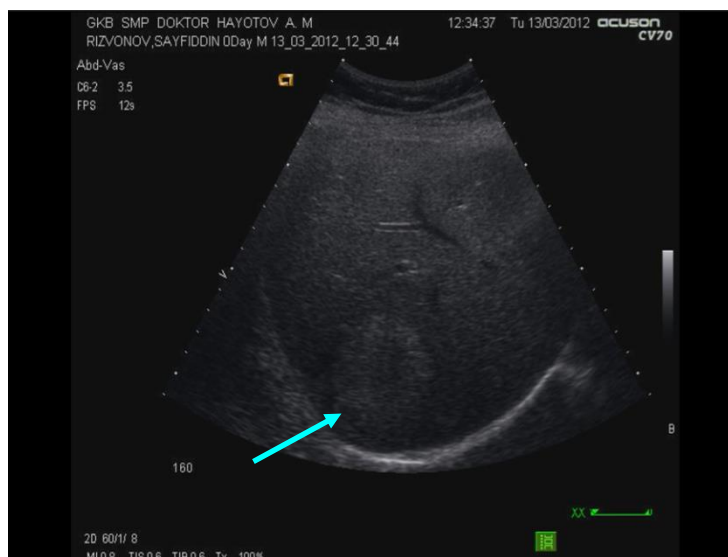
УЗИ. Картина гемангиомы печени
